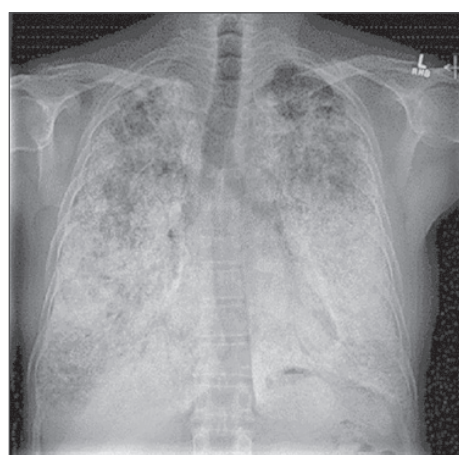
Рентгенограма ОГК: субтотальне затемнення обох гемісфер, що зумовлено рентгеноконтрастністю оксиду олова (станоз)
